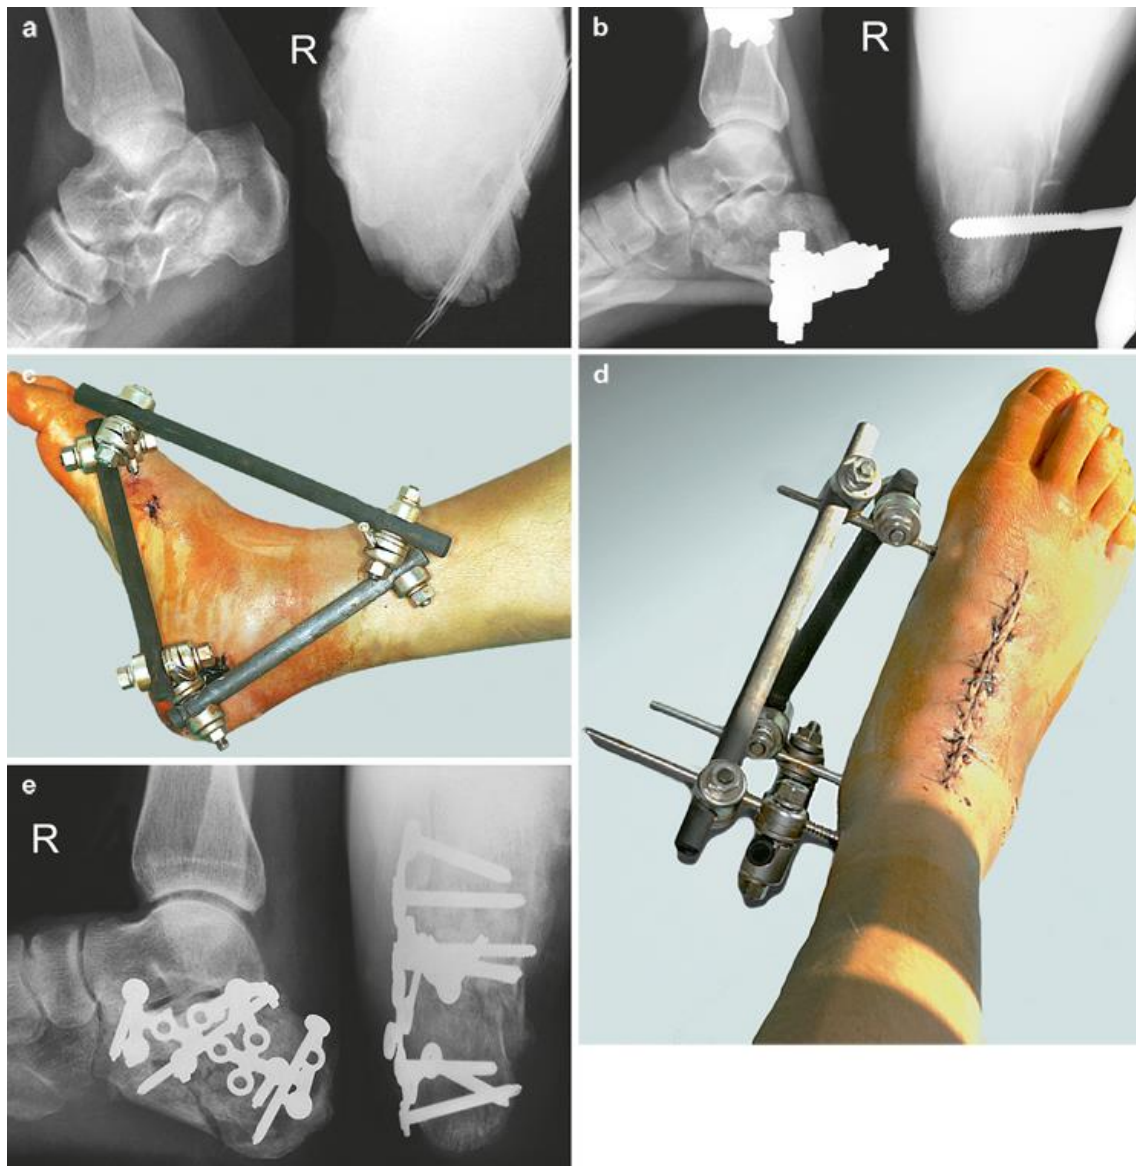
In den oben gezeigten Röntgen- und klinischen Bildern zeigt sich eine stark dislozierte Kalkaneusfraktur, die aufgrund der Schwellung zunächst mit einem Dreipunkt-Fixateur und anschließend, nach Abschwellung der Weichteile, mit einer Plattenosteosynthese von lateral versorgt wurde. Mit freundlicher Erlaubnis von Springer.²
